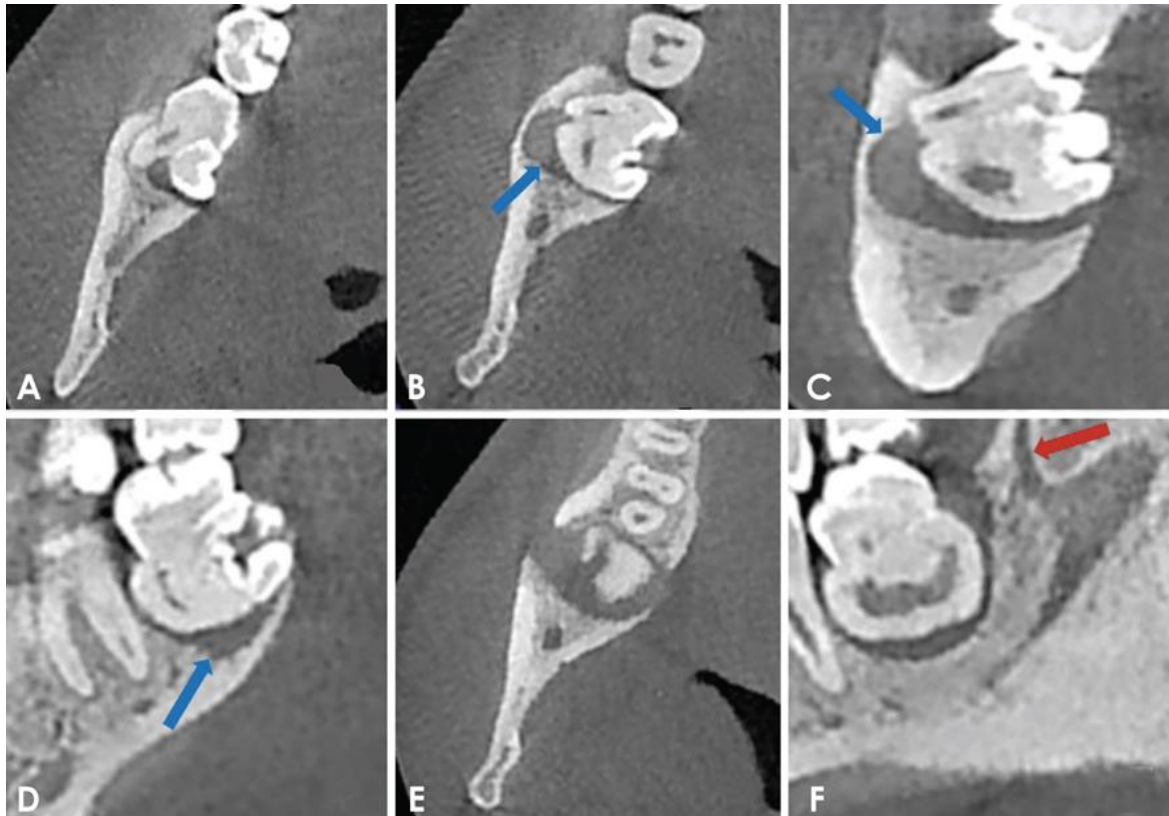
CBCT centrée sur la région de la troisième molaire mandibulaire droite. A, B, E : coupes axiales, C : coupe frontale, D, F : coupes sagittales [55].
